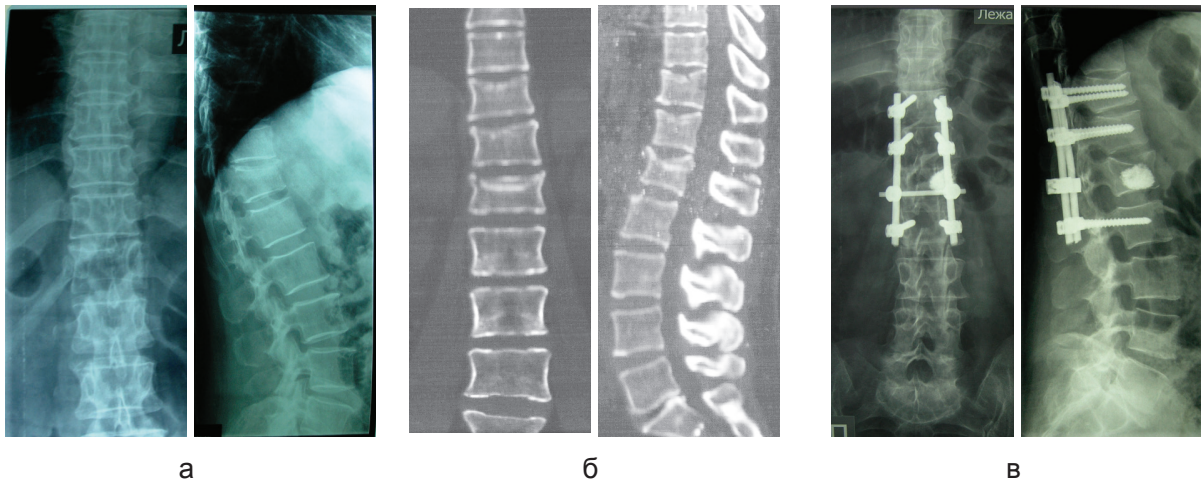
Рентгенограммы (а) и КТ (б) больной до операции, рентгенограммы (в) – после операции
